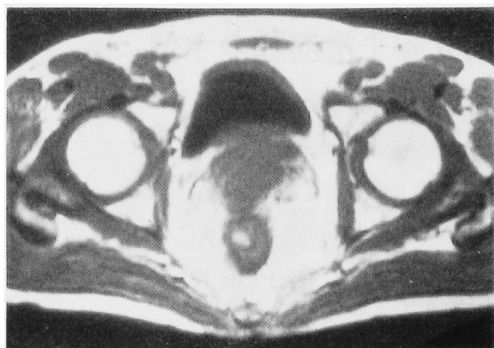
MRI: T1 weighted image: The prostate gland is asymmetrically enlarged (5×4×7 cm) and is displaced by tumor which shows isosignal as muscle. The planes between the tumor, the bladder base and rectum cannot be clearly defined.
